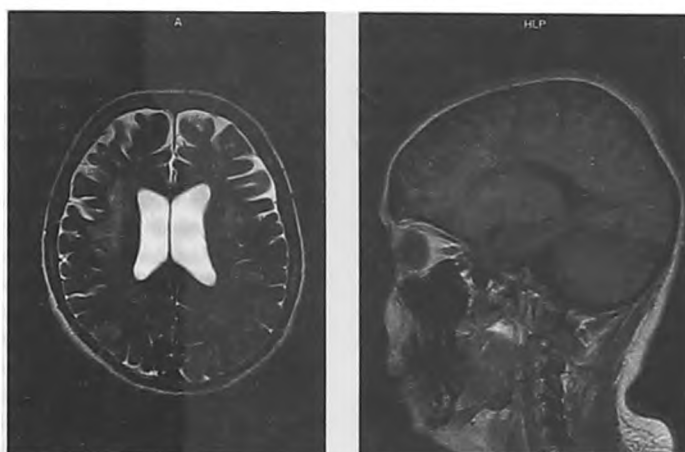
МРТ головного мозга – клинический случай № 1 (6 месяцев заболевания)
